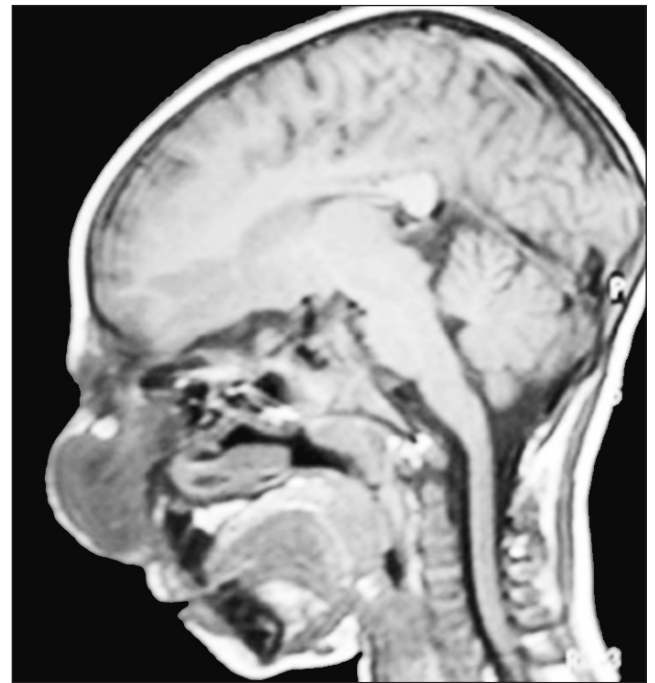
Магнитно-резонансная томография. Лобное энцефалоцеле
